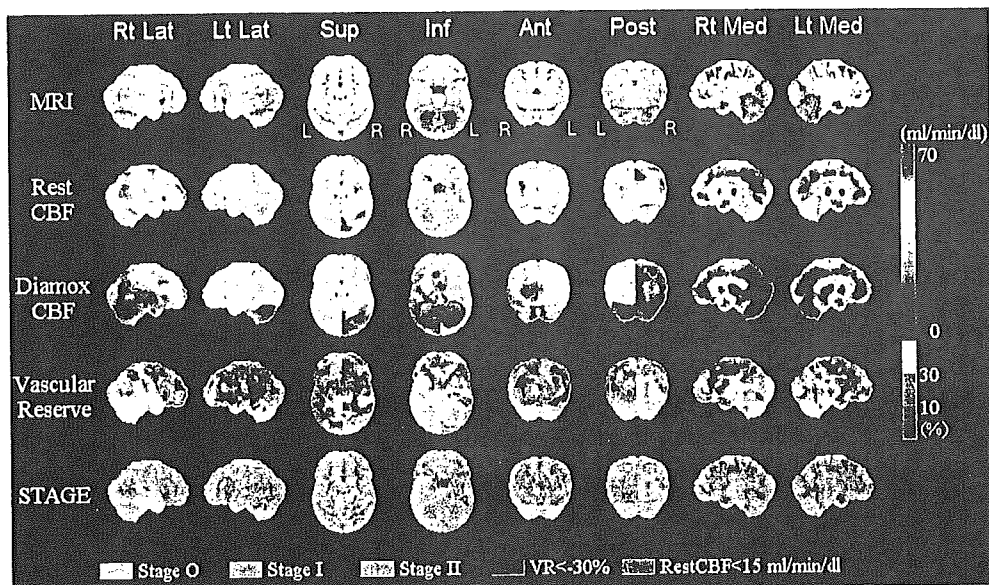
モヤモヤ病症例(7歳女児)術前の脳血流 SPECT 定量画像の SEE 解析結果¹⁷⁾
